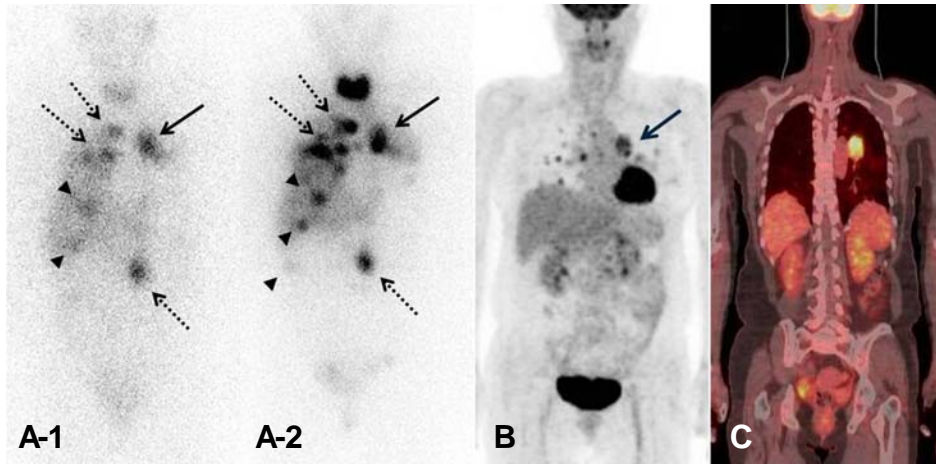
After 3 months after first ^{131}I -MIBG therapy at a dose of 7.4 GBq, pre-therapy ^{131}I -MIBG scintigraphy was done. Pre-therapy ^{131}I -MIBG scintigraphy shows uptake in multiple pulmonary nodules in both lungs, central portion of the left upper lung mass, hepatic nodules, paraaortic lymph nodes (A1). Secondary post-therapy ^{131}I -MIBG scintigraphy shows uptake in multiple pulmonary nodules in both lungs, hepatic nodules, paraaortic lymph nodes and mesenteric lymph node (A2). ^{18}F -FDG PET/CT shows decreased SUVmax from 8.1 to 6.3 in the left upper lung and no significant hypermetabolic lesion in the liver. But, other lesions are not changed compared with previous ^{18}F -FDG PET/CT before therapy (B and C). (arrow; well correlated lesion between ^{131}I -MIBG and PET/CT, dotted arrow: hot uptake in ^{131}I -MIBG scintigraphy, but only mild uptake in PET/CT, arrow head: increased uptake in ^{131}I -MIBG scintigraphy, but no uptake in PET/CT)
